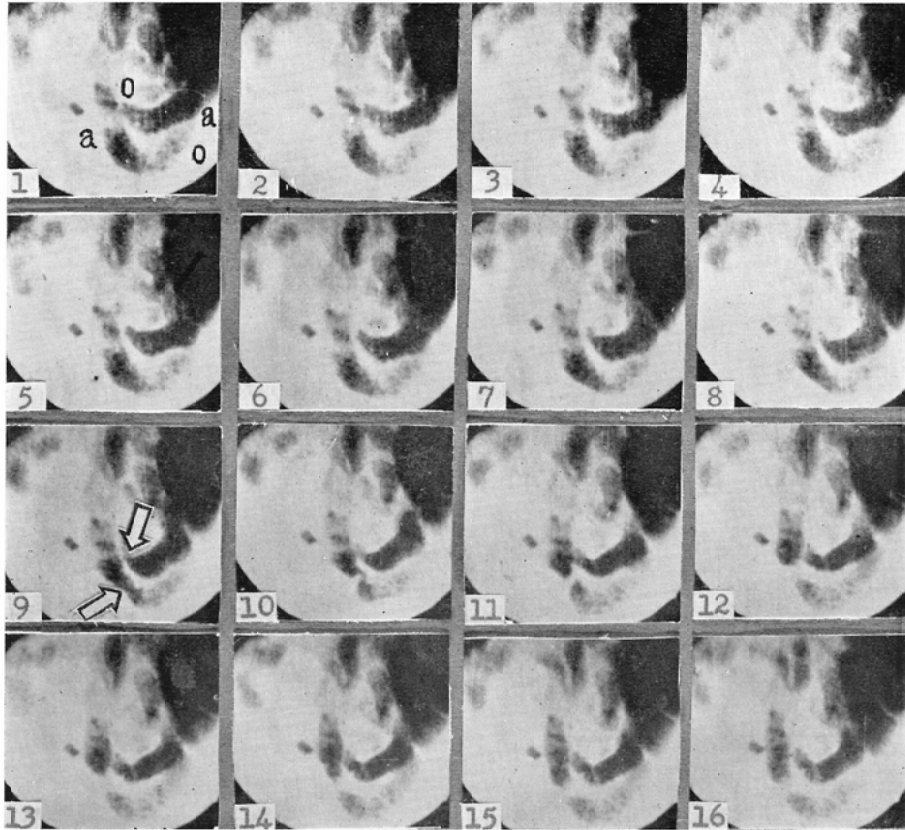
の(4) 閉塞後18時間における閉塞上部小腸X線像。閉塞部附近にはすでにバリウム陰影を認めず。No. 1における→印は充満された腸締係の頭側端部に発生せる蠕動を示し、収縮、弛緩の反覆とともにバリウム点状陰影の振子様移動を見る。
